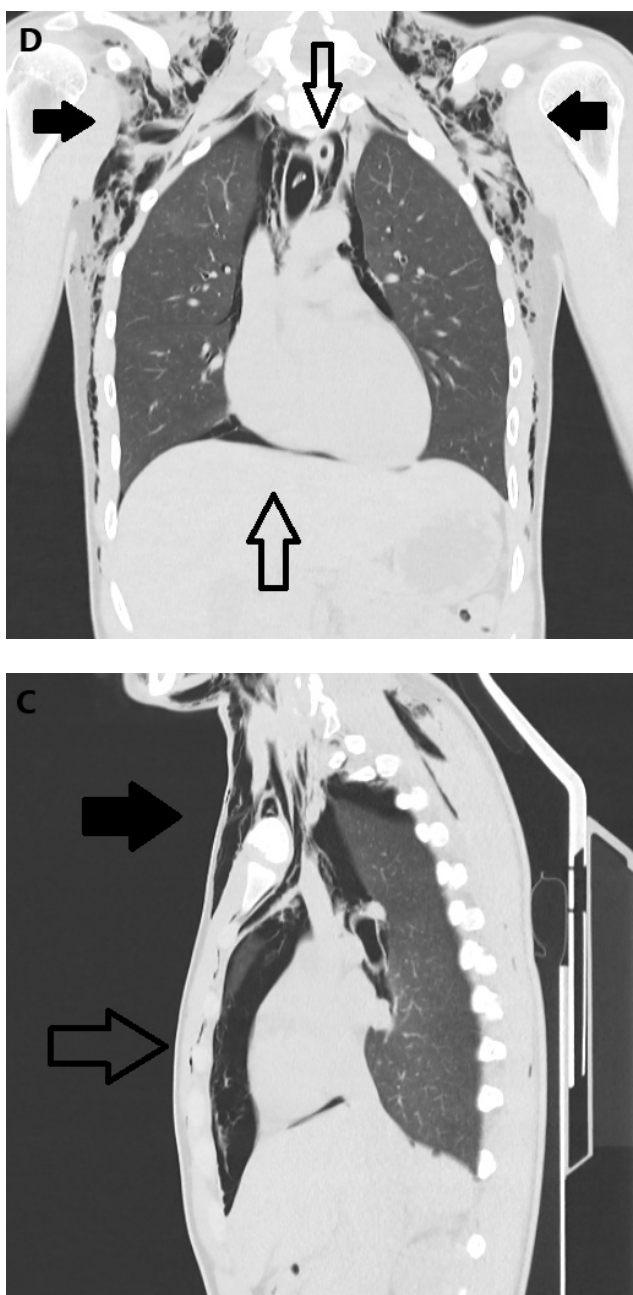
TC simple de tórax: A) corte axial a vértices pulmonares con neumotórax laminar apical derecho (flechas sin relleno) y enfisema subcutáneo bilateral (flechas con relleno); B) corte axial a nivel de arco aórtico con aire en tronco braquiocefálico, ventana aortopulmonar con presencia de neumomediastino (flecha sin relleno), además de enfisema subcutáneo (flecha con relleno); C) corte sagital con neumomediastino (flecha sin relleno) y enfisema subcutáneo importante (flecha con relleno); D) corte coronal de imagen previa mostrando neumomediastino (flecha sin relleno) y enfisema subcutáneo (flecha con relleno).
